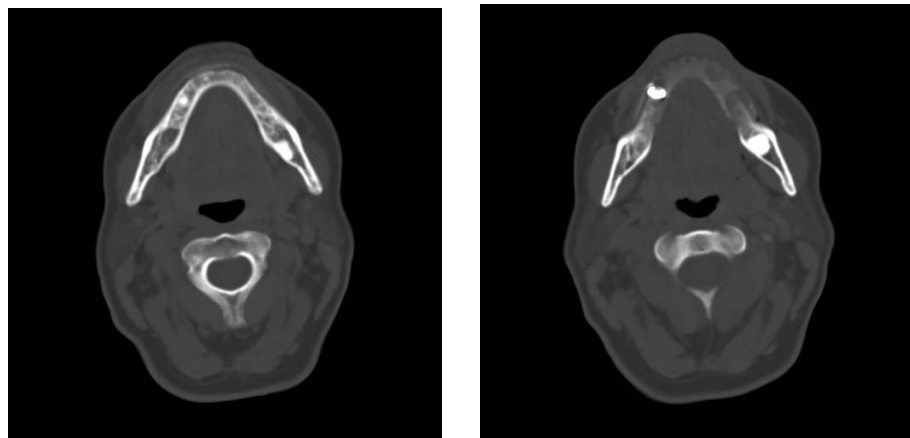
Secțiune axială CT, fereastră de os – formațiuni chistice la nivelul lui 33 și 35
